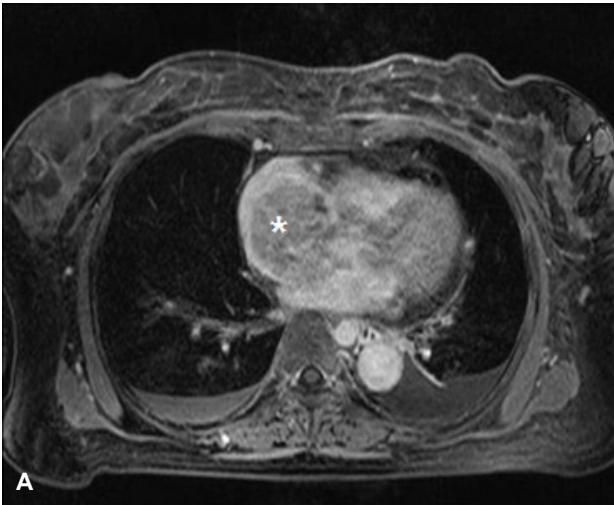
(A) Cardiac magnetic resonance imaging shows a mass with low signal intensity (*) in the right atrium. (B) A liver mass with similar signal intensity was also found in the inferior vena cava (*) and liver parenchyma.
